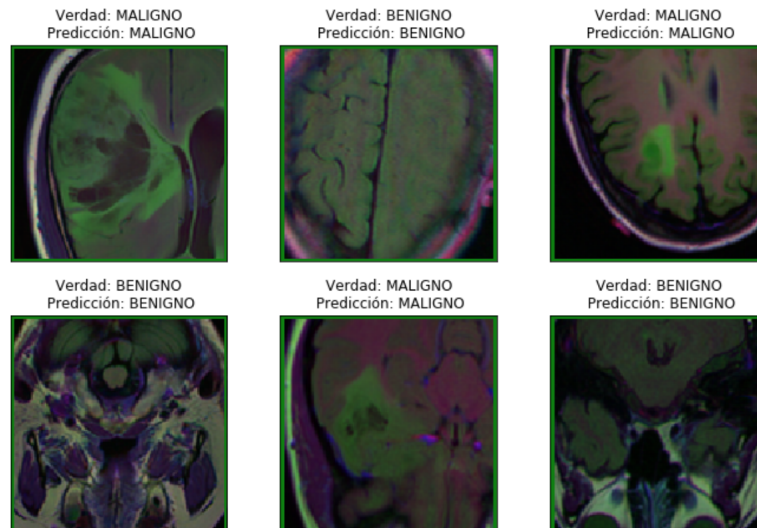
Resultado de la clasificación en el dataset de MRI Brain Segmentation
